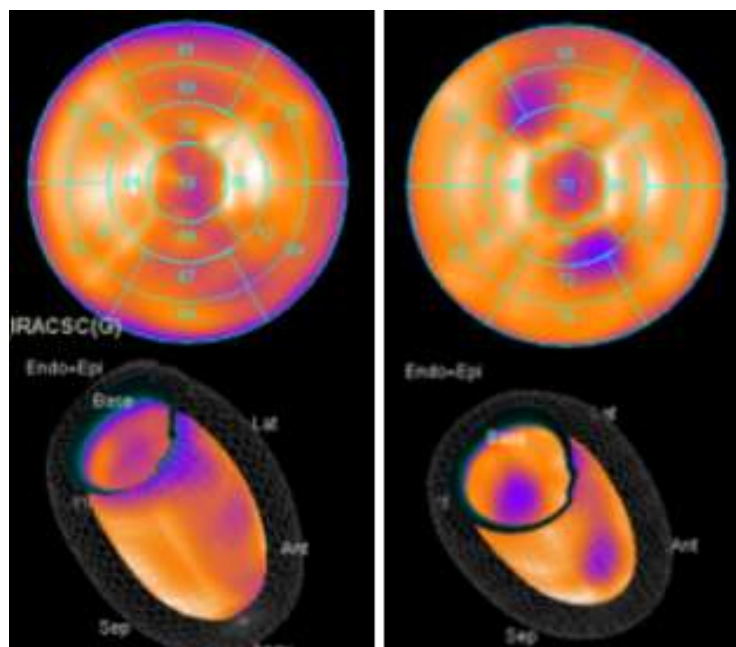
Εικόνες από : (A) μέσου άντρα , (B) μεγαλόσωμου άντρα , (C) μεγαλόσωμης γυναίκας, τύποι σωμάτων από το ανθρωπόμορφο ομοίωμα σε SPECT/CT κάμερα του Γενικού Νοσοκομείου Λευκωσίας . Οι εικόνες που έχουμε χρησιμοποιήσει για τον αλγόριθμο ανακτήθηκαν από το ομοίωμα του μέσου άντρα. Η ανάκτηση των εικόνων αυτών έγινε κατά τη διάρκεια του προγράμματος ΥΓΕΙΑ/ΔΥΓΕΙΑ/0311 (BIE)/27 (2012-2014) με διοργανωτή το Ινστιτούτο Ερευνών του Πανεπιστημίου Frederick. Το πρόγραμμα συν-χρηματοδοτήθηκε από το Ευρωπαϊκό Ταμείο Περιφερειακής Ανάπτυξης και την Κυπριακή Δημοκρατία μέσω του Ιδρύματος Προώθησης Ερευνών.
